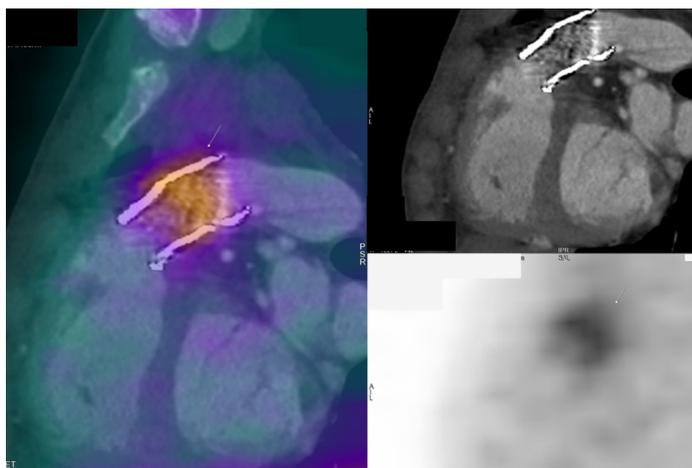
PET-CT, captación a nivel de Válvula protésica Pulmonar.
